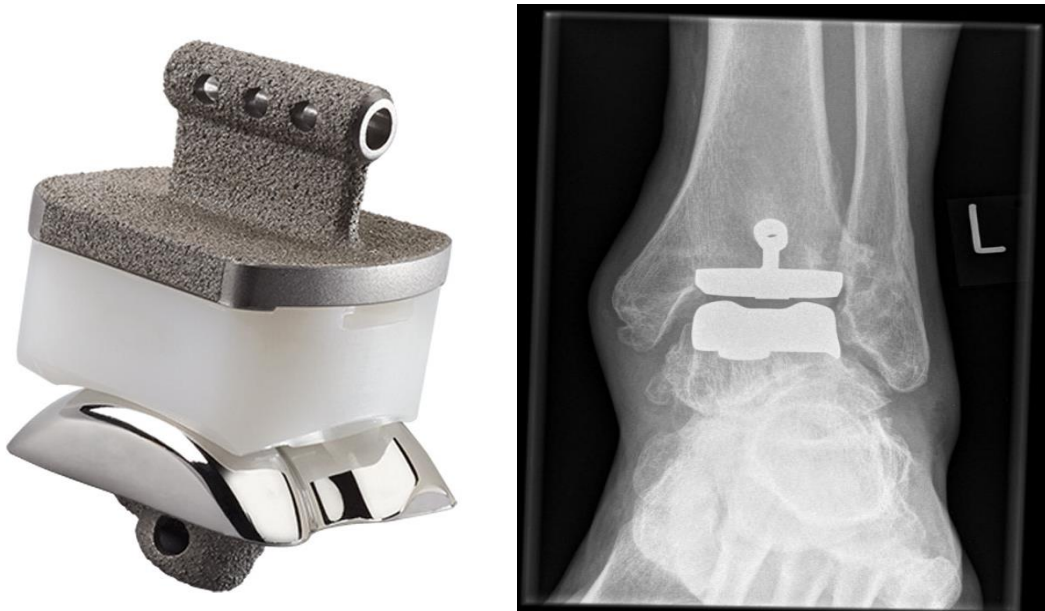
Die „Salto Talaris“-OSG-Endoprothese der Firma Tornier (Links: www.integralife.com; Rechts: Röntgenbild des linken OSG in a.p.-Aufnahme, Schön Klinik München Harlaching)
